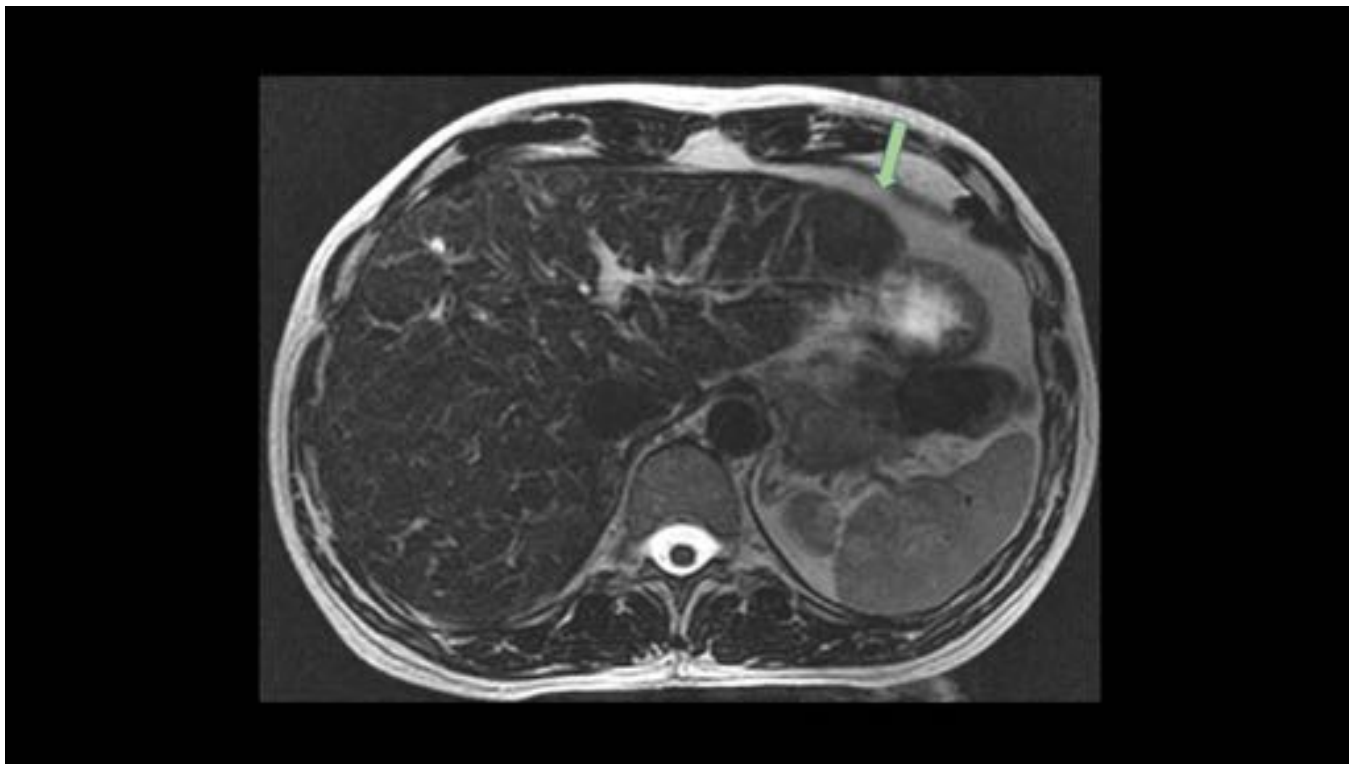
RM hepática FSE T2. La misma lesión que la imagen anterior, isointensa y homogénea. No se identifican otras lesiones ocupantes de espacio en esta secuencia.
